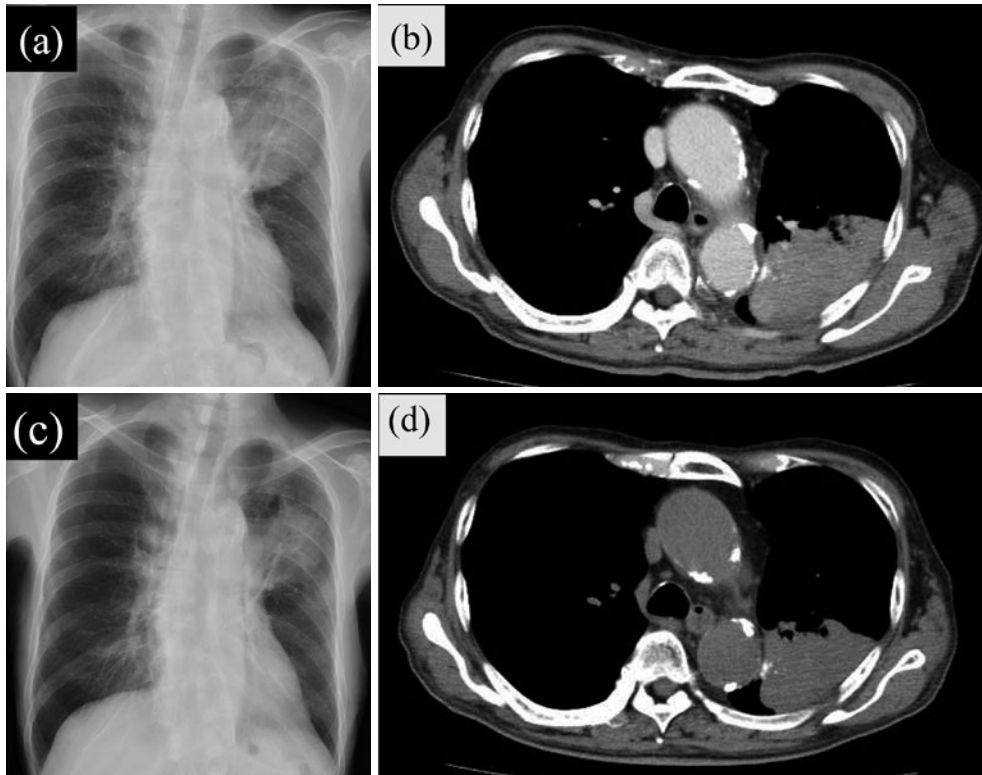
(a) 胸部X線写真. 左上肺野に腫瘤影を認める. (b) 胸部CT. 左上葉S¹⁺²領域内に径74×46 mmの腫瘤性陰影と胸椎および肋骨に溶骨性転移巣を認める. (c) 胸部X線写真. 左上肺野に認めた腫瘤影は著明に縮小している(ゾレドロン酸投与4回後). (d) 胸部CT. ゾレドロン酸投与前と比較して, 腫瘍径が66×38 mmとなり明らかに縮小している(2月).
